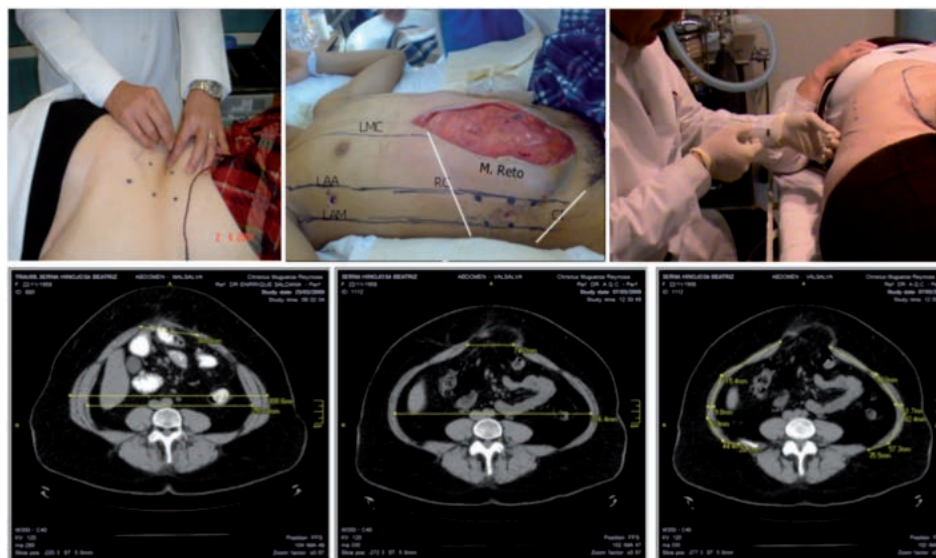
a y b- Se muestran los 5 puntos donde se debe infiltrar 50U de toxina botulínica en cada uno de ellos, b- momento de la infiltración, c- TAC de control con músculos laterales abdominales contraídos y engrosados, d y e- TAC de control que muestra el aumento de volumen de la cavidad así como elongación y adelgazamiento de los músculos laterales del abdomen 30 días posteriores a la infiltración. Cortesía del Dr. Tomas Ibarra.
